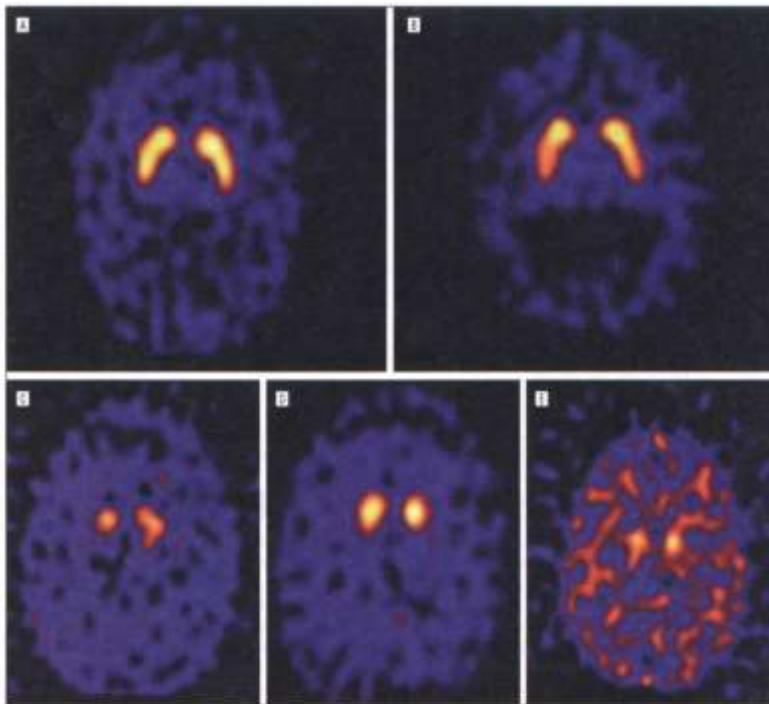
Iodine 123-radiolabelled 3β-carbonethoxy-2β-(4-iodophenyl)-N-(3-fluoropropyl) nortropane with single-photon emission computed tomographic images. A, A healthy older control subject. B, Subjects with Alzheimer disease. C, Subjects with dementia with Lewy bodies. D, Subjects with Parkinson disease. E, Subjects with Parkinson disease with dementia.
